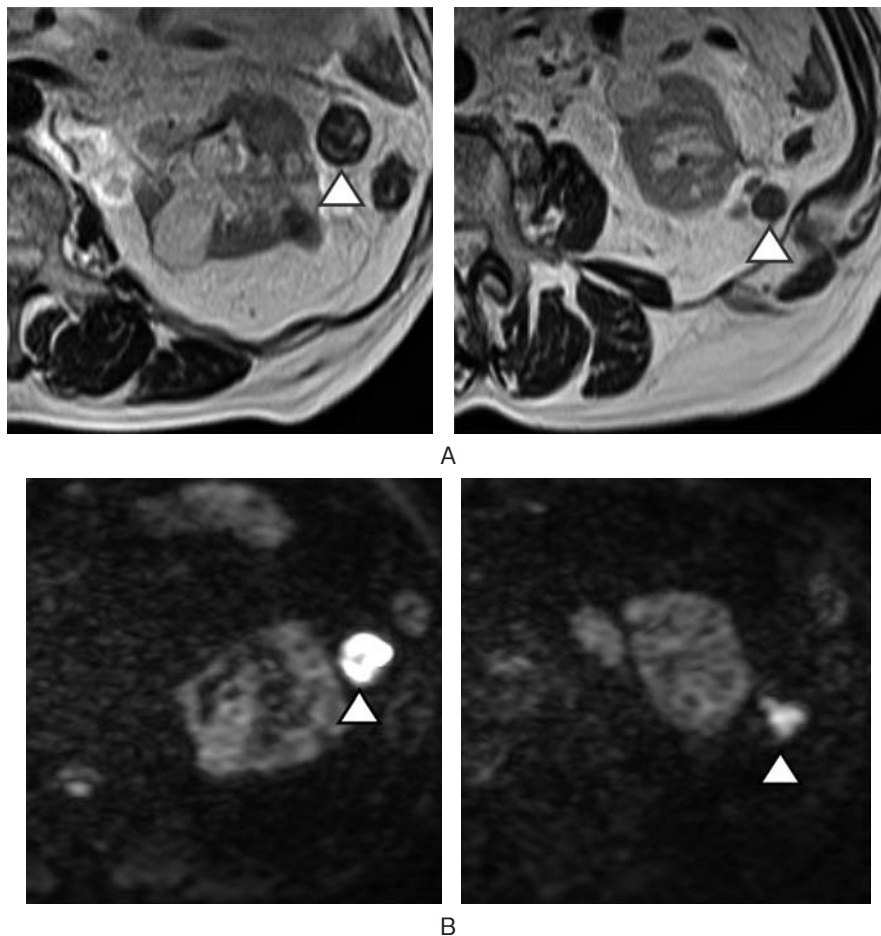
MRI findings. (A) T2-weighted image revealed multiple tumors with low intensity in the left perirenal fatty space (arrow head). (B) Diffusion-weighted image showed the same lesions with high intensity (arrow head).
